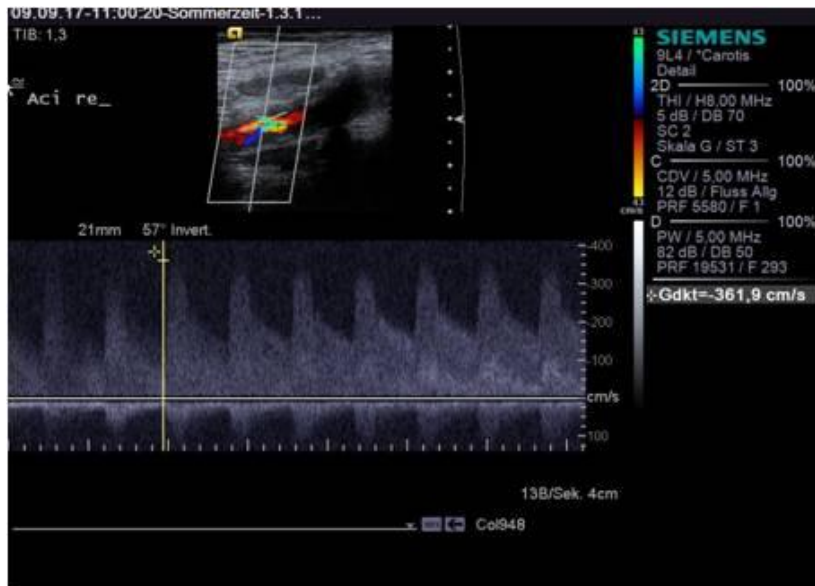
Bestimmung der Flussgeschwindigkeit in der Duplexsonographie
